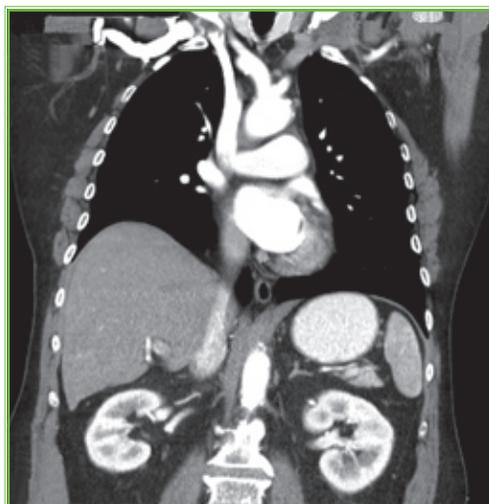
TAC de tórax que muestra la arteria innominada y el tronco venoso braquiocéfálico derecho.
